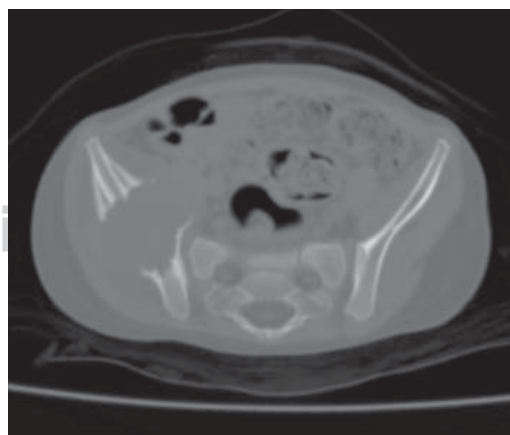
Corte axial de tomografía. Lesión pélvica de granuloma eosinófilo.
